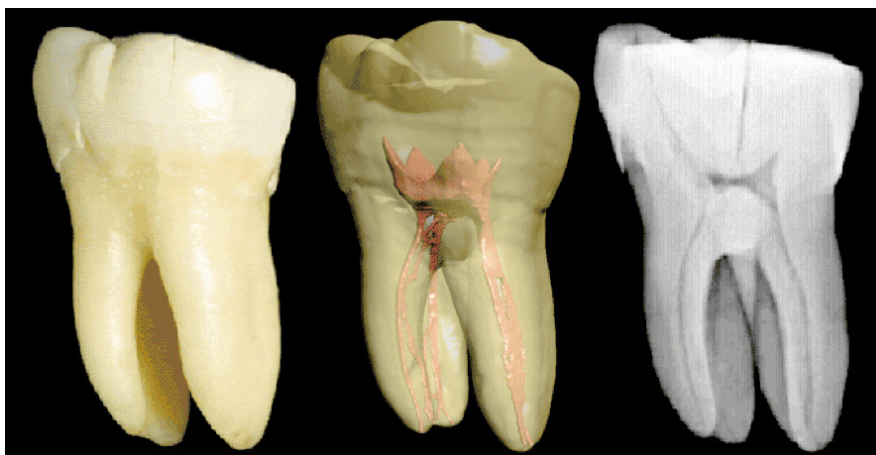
Anatomie eines Unterkiefer-Molaren, dreidimensionale Darstellung der Wurzelkanäle und analoge zweidimensionale Röntgenaufnahme [36].
